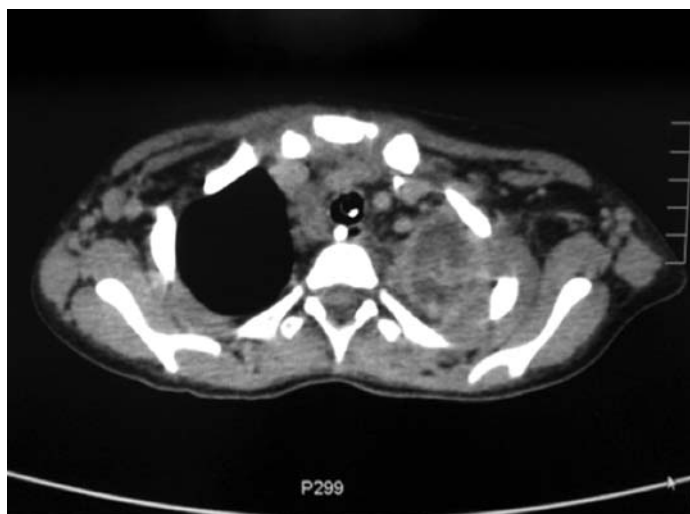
Tomografia computadorizada de tórax mostra extensa consolidação com broncogramas aéreos em pulmão esquerdo, com algumas áreas hipoatenuantes, sugestivas de necrose/liquefação.
